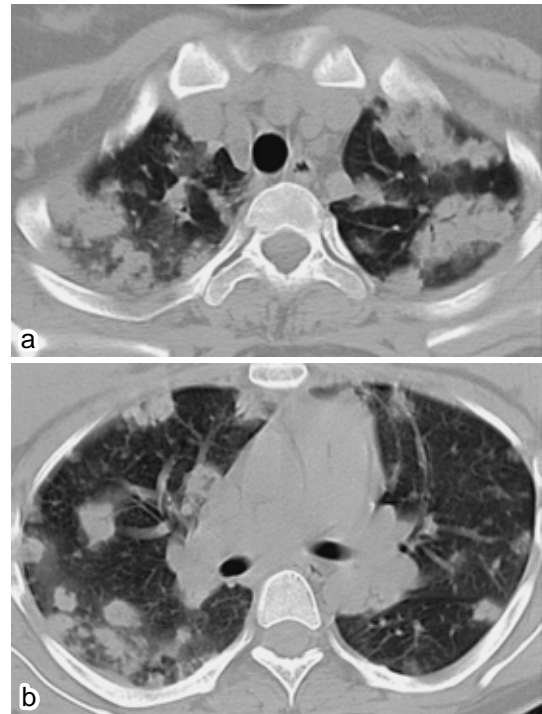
Chest CT scan on admission showing multiple scattered nodules in both lungs, most of which were compatible with hematogenous seeding.
